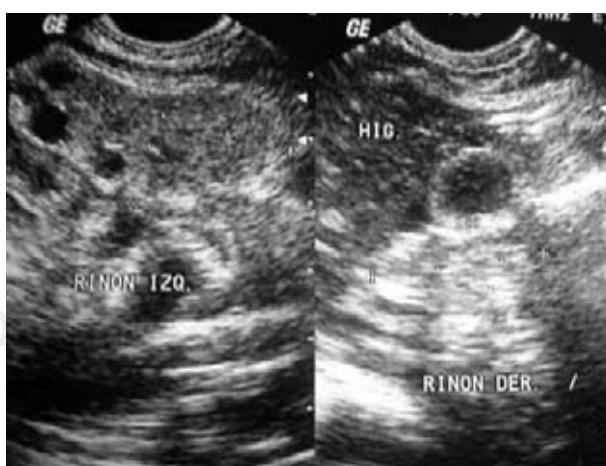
Ultrasonido renal. Obsérvese en riñón izquierdo cortical engrosada y pérdida de la morfología normal del sistema colector y ausencia de riñón derecho.
